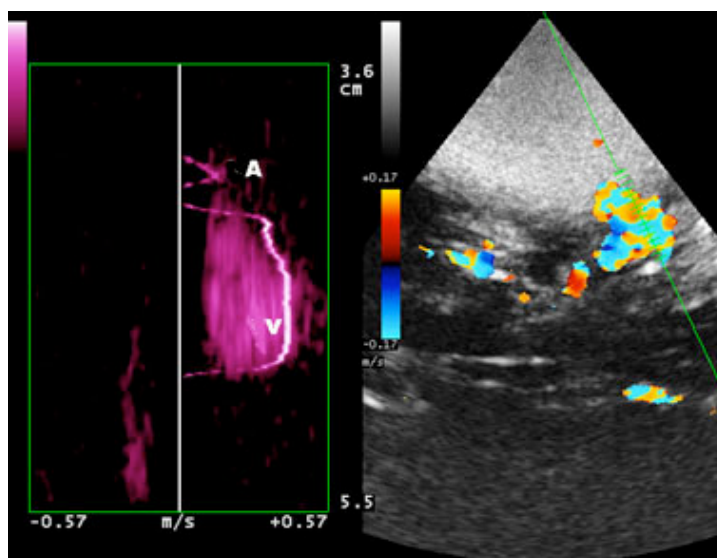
Esempio di turbolenze di flusso a livello dei seni della dura madre, che non consentono la corretta individuazione delle direzioni di una o più vene. Il sistema QDP sulla sinistra dell'immagine, è un tracciato Doppler che è dato dell'acquisizione contemporanea di più volumi campione, in questo caso arteria A e vena V hanno la stessa direzione, esprimendo un reflusso intracranico.
